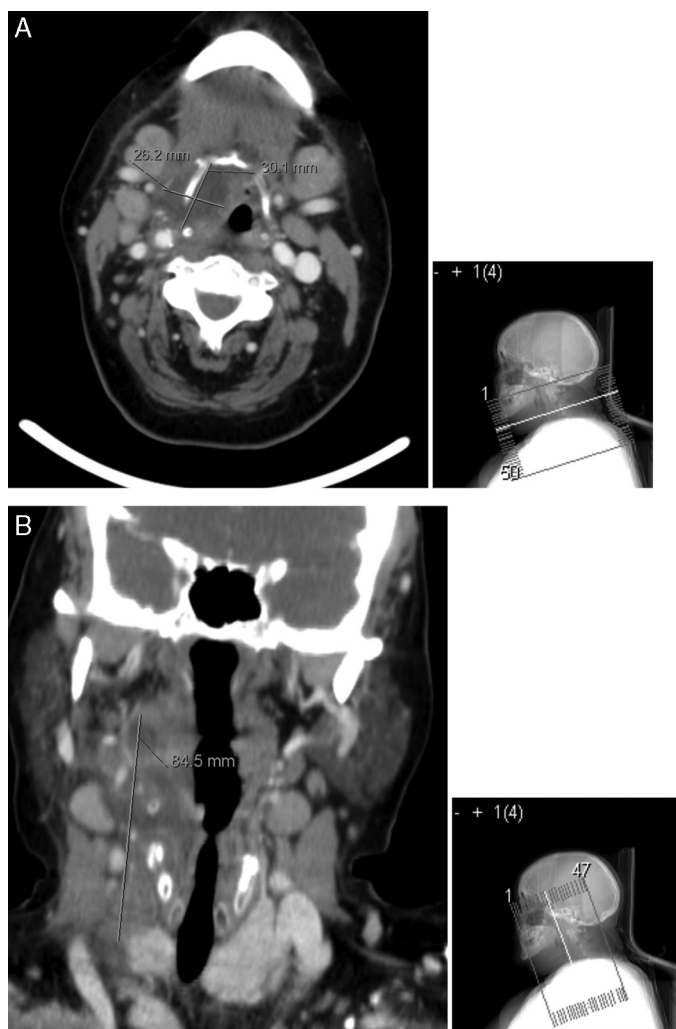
TC cervical. A: o abscesso envolve a metade direita do osso hioide, com um diâmetro máximo a este nível de 30 mm e com ligeira compressão da via aérea superior. B: observa-se uma extensão longitudinal de 85 mm.
